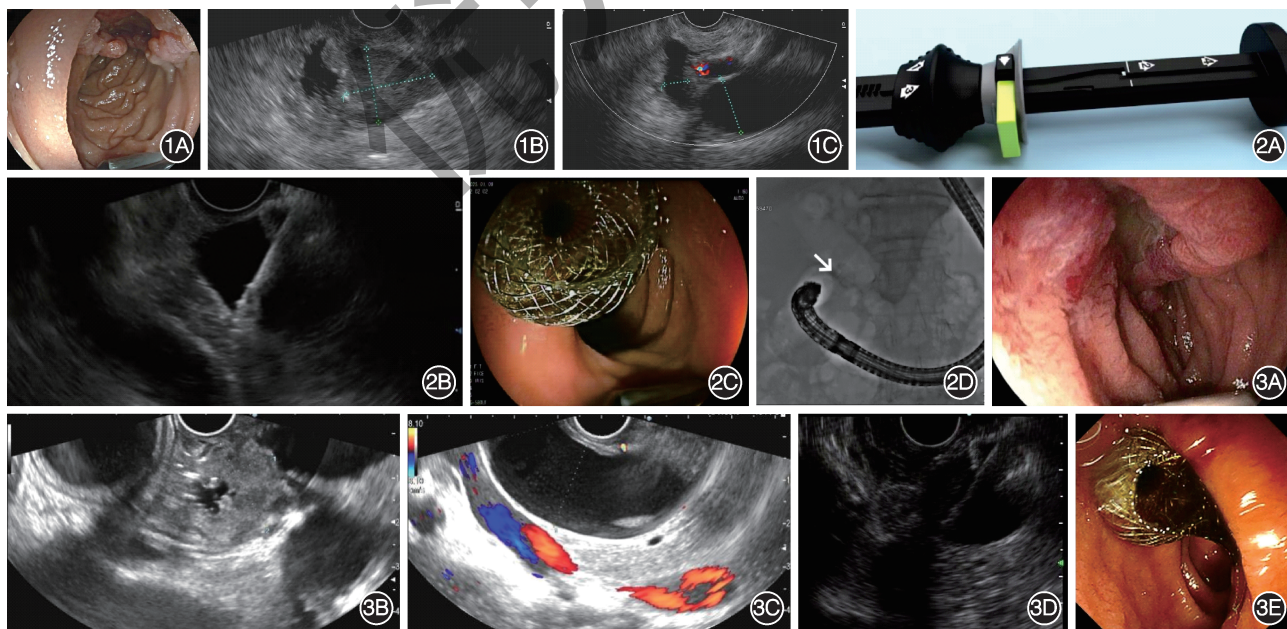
病例1超声内镜评估 1A:白光下十二指肠降段占位性病灶;1B:超声扫查见胆胰管开口处低回声病灶;1C:胆胰管明显扩张,胆管内径1.8 cm 图2 超声内镜引导的胆总管十二指肠吻合术 2A:电切双腔固定金属支架输送系统的操作手柄,其上标注的数字和数字对应的箭头指操作顺序和操作方向;2B:顺序完成操作手柄“1”和“2”操作后的超声内镜图像;2C:支架完全释放时的白光图像;2D:支架完全释放时的X线图像,白色箭头所指为金属支架 图3 病例2超声内镜评估和治疗 3A:白光下十二指肠降段占位性病灶;3B:胆管开口处低回声病灶;3C:胆总管明显扩张,内径2.2 cm;3D:按照图2A的“1”和“2”完成操作后的超声内镜图像;3E:支架完全释放时的白光图像
